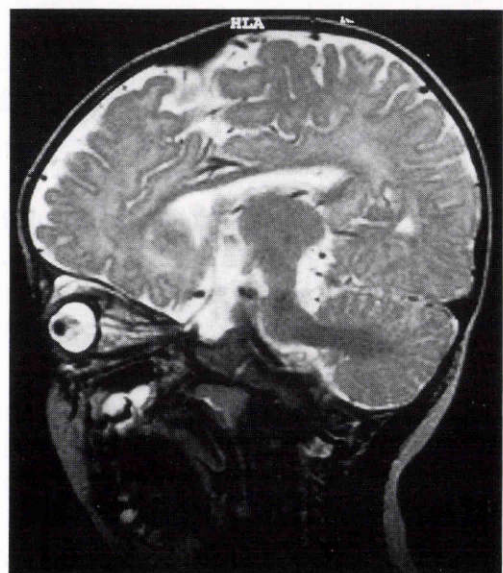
症例 4：頭部 MRI 写真(T2 強調画像, 右眼視神経を中心とした矢状断)。
